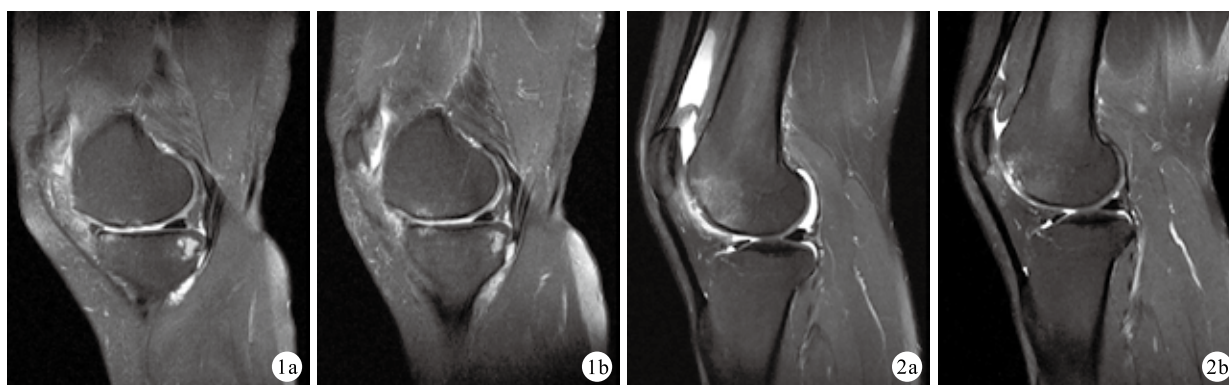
细胞治疗组患者,女,63岁,右膝退行性骨关节炎MRI (a) 治疗前 (b) 治疗后6个月 图2 对照组患者,男,43岁,左膝退行性骨关节炎MRI (a) 治疗前 (b) 治疗后6个月
